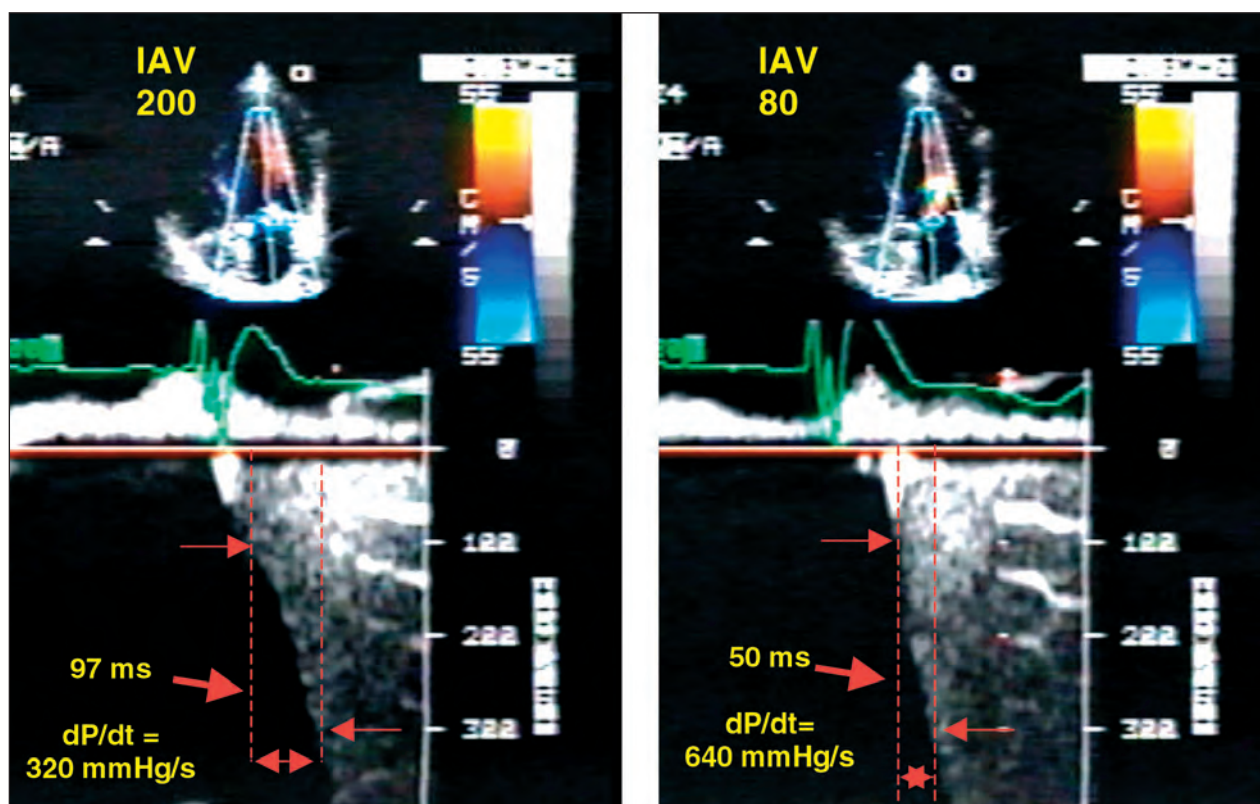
Traçado espectral obtido com o Doppler contínuo pelo jato de regurgitação mitral em paciente com marcapasso, sendo o dP/dt positivo obtido pelo cálculo do tempo necessário para a pressão intraventricular elevar-se de 4 mmHg (correspondente à velocidade de 1m/s pela equação de Bernuilli) até 36 mmHg (velocidade de 3 m/s). No exemplo à esquerda, o dP/dt resultante foi de 320 mmHg/s e, à direita, de 640 mmHg/s, denotando melhor contratilidade miocárdica com a programação de 80 ms de IAV. IAV = intervalo atrioventricular.
